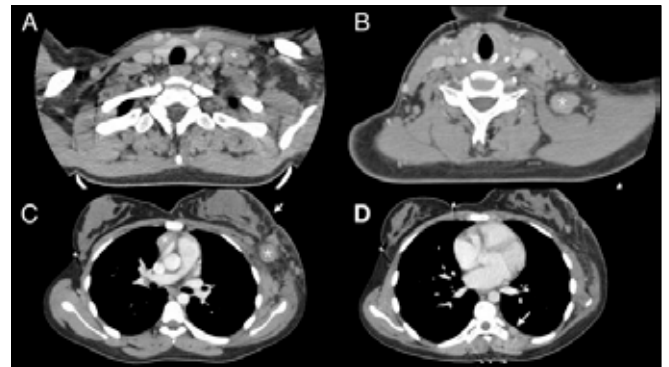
Axial contrast enhanced CT images of the neck (A, B) and thorax (C, D). Supraclavicular, cervical, axillary and mediastinal enlarged lymph nodes are seen (asterisk). Thickening of the left breast skin (C, short arrow) and a nodular thickening (D, long arrow) of the left posterior pleura are also seen.
